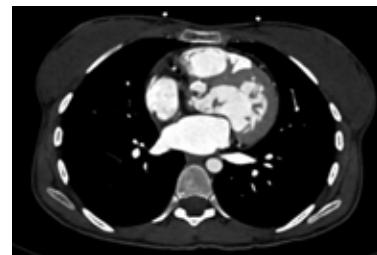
Cardiac CT, which demonstrates fibrotic and calcific wall of the aneurysm.
